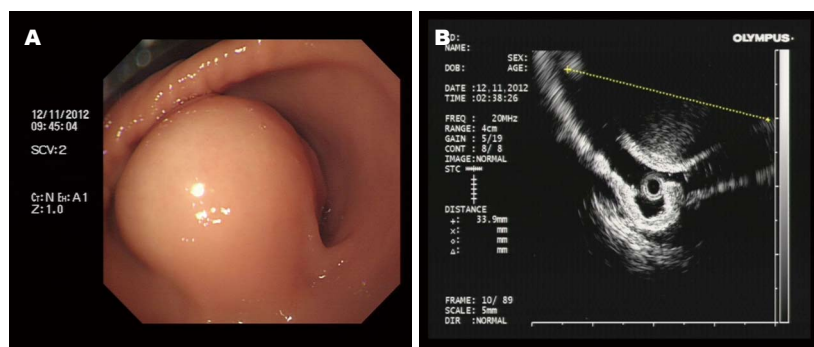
肿瘤大体与镜下表现. A: 肿瘤胃镜下表现; B: 肿瘤超声内镜下表现.
